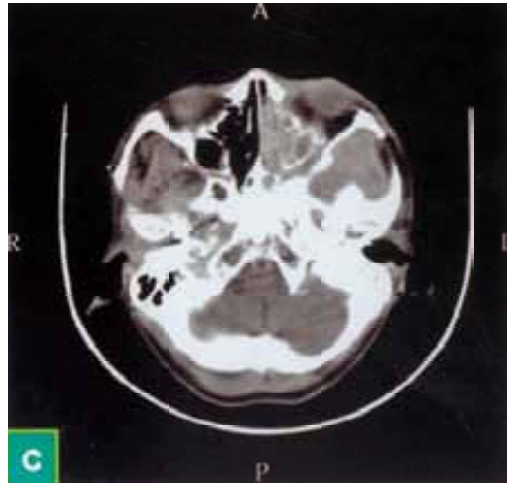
C) La tomografía computarizada indica lesiones de tejidos blandos que implican: nasofaringe izquierda, fosas nasales, seno maxilar, velo del paladar, y parafaríngeo. Destrucción de estructuras óseas adyacentes.<sup>14</sup>
